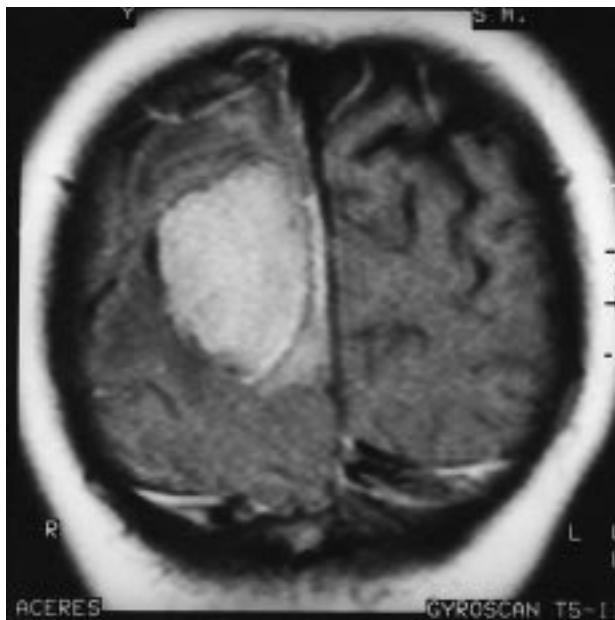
Resonancia magnética craneal.
